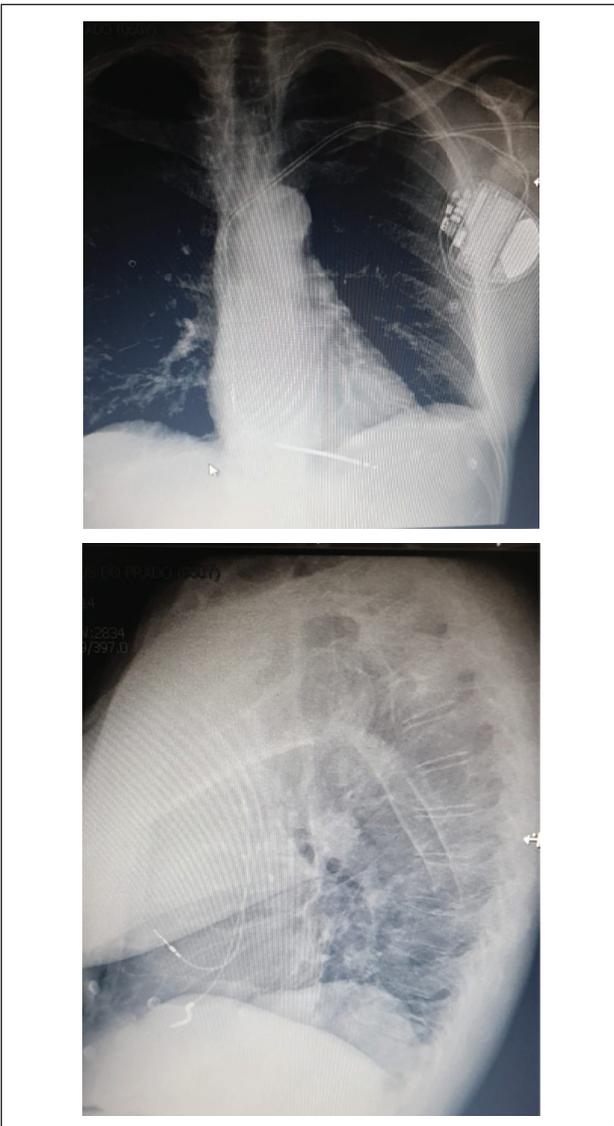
Radiografia de tórax PA/perfil evidenciando o correto posicionamento dos eletrodos.
